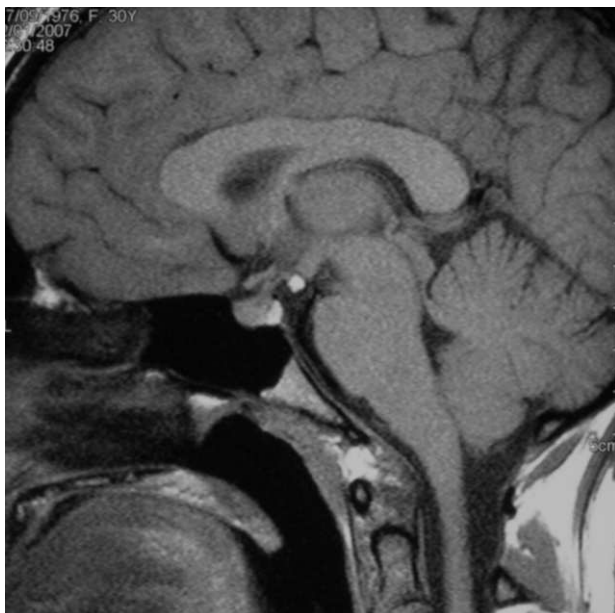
Resonancia magnética en T1, corte sagital de lipoma supraselar de 45 mm.
